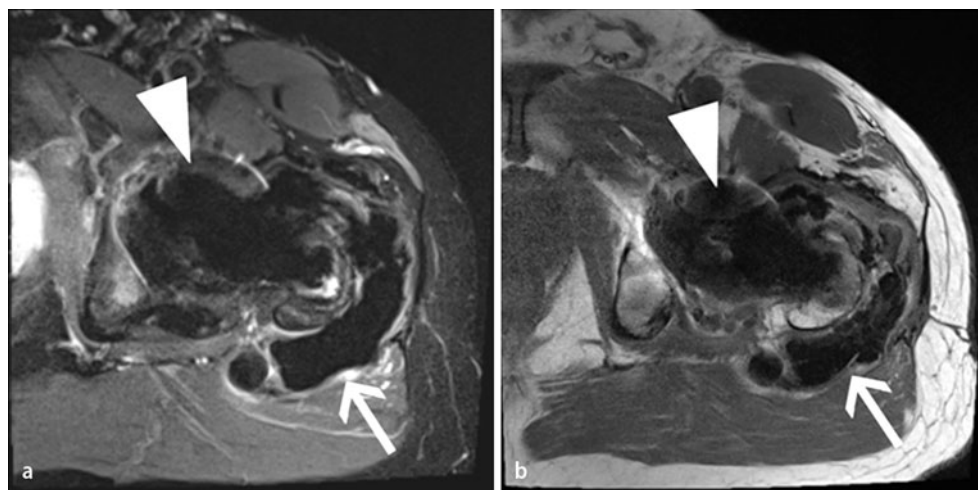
▲ Magnetresonanztomographie des linken Hüftgelenks in transversaler Ebene bei einem Patienten mit Hüftprothese und Metallose: a STIR-Sequenz, b T1-gewichtete Sequenz. In beiden Sequenzen stark hypointenses Material um das linke Hüftgelenk (weißer Pfeil), Artefakt durch Hüftprothese (weiße Pfeilspitze)
